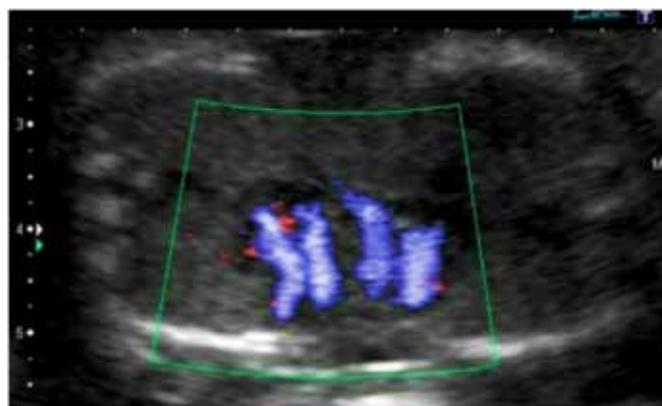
Doppler color de válvulas auriculoventriculares en gemelos toracópagos.
